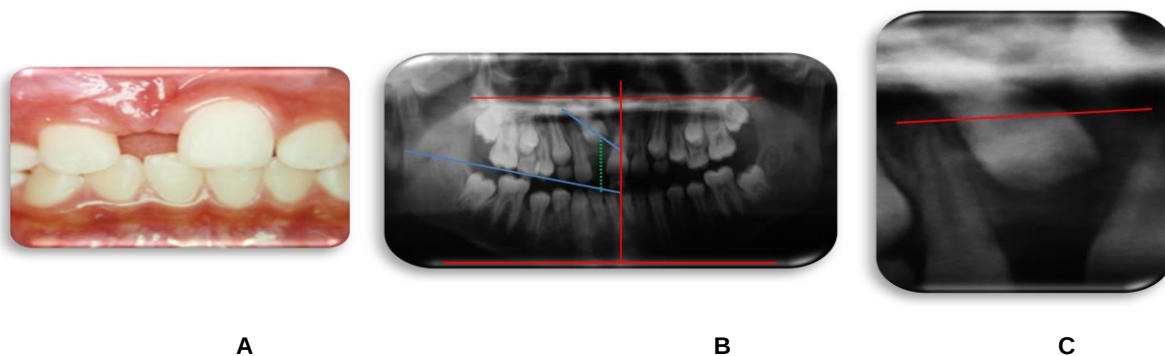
Diente incluido 11. A. Fotografía intraoral con ausencia del diente 11; B. Radiografía panorámica; C. Radiografía periapical
